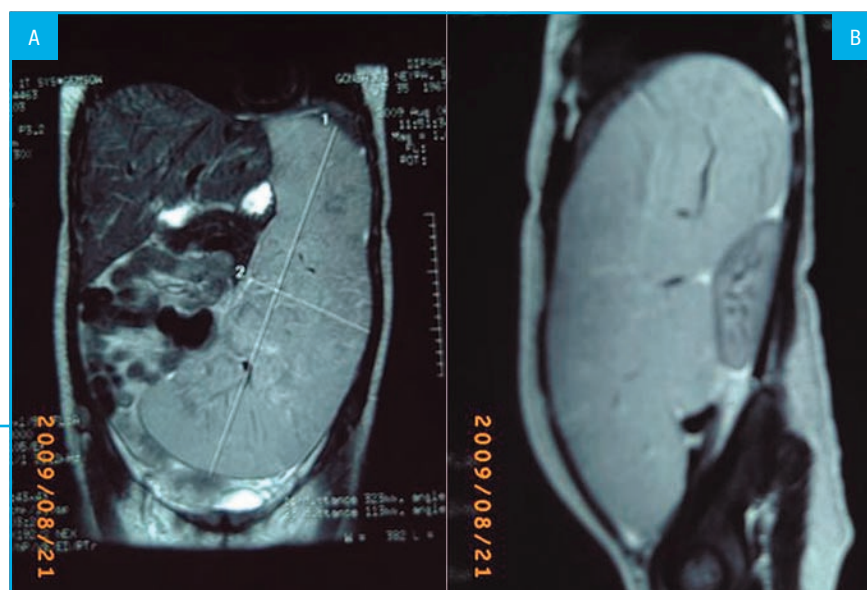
Resonancia magnética abdominal en corte coronal (A) y sagital (B), se evidencia el bazo de textura homogénea, que ocupa gran parte de la cavidad abdominal, nótese las dimensiones del bazo y su relación con las estructuras adyacentes como hígado y riñón (B).
